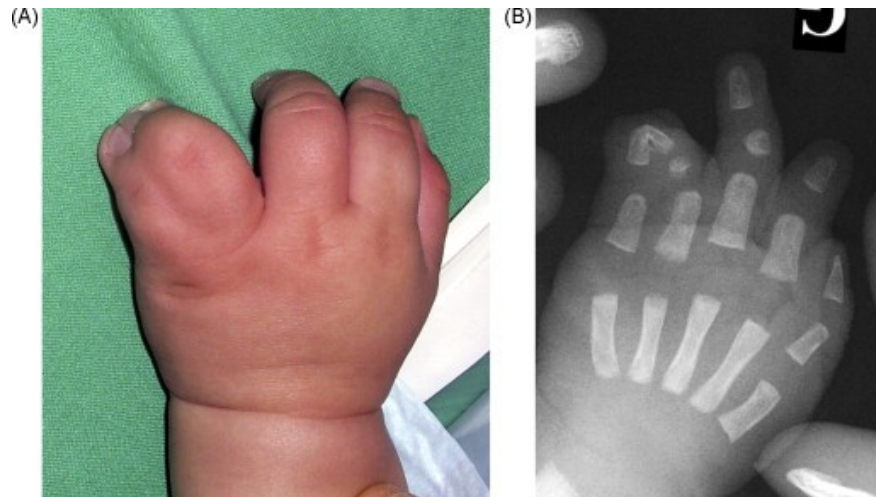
A. Syndactylie de type III, atteinte de la quatrième commissure. B. Radiographie montrant la fusion osseuse distale et la brièveté du cinquième rayon.
